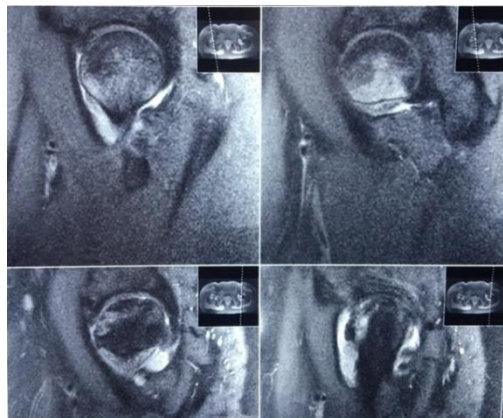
КТ тазобедренных суставов
